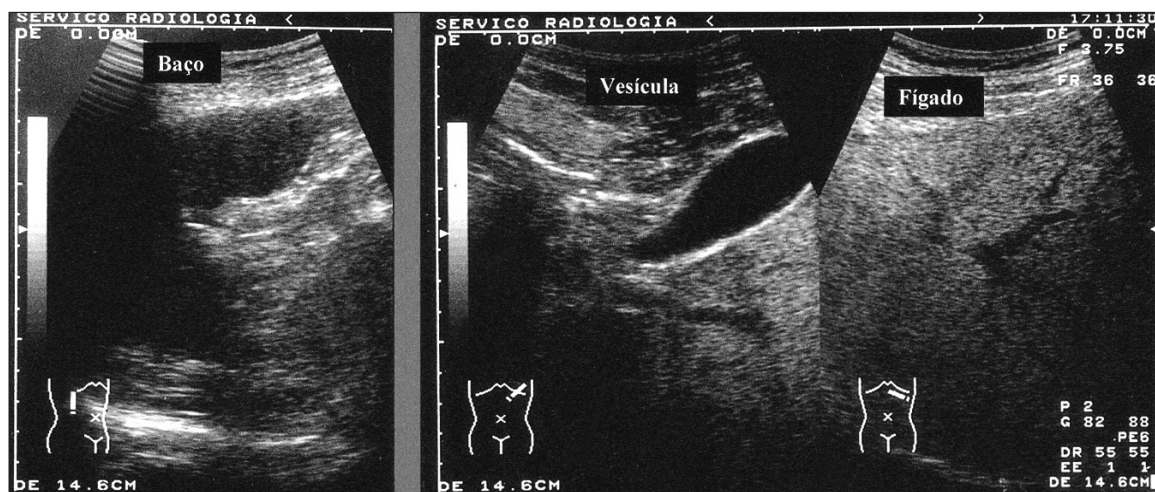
Ecotomografia abdominal: fígado e vesícula biliar localizados no hipocôndrio esquerdo e baço localizado no hipocôndrio direito; fígado com ecoestrutura sugestiva de esteatose hepática.
